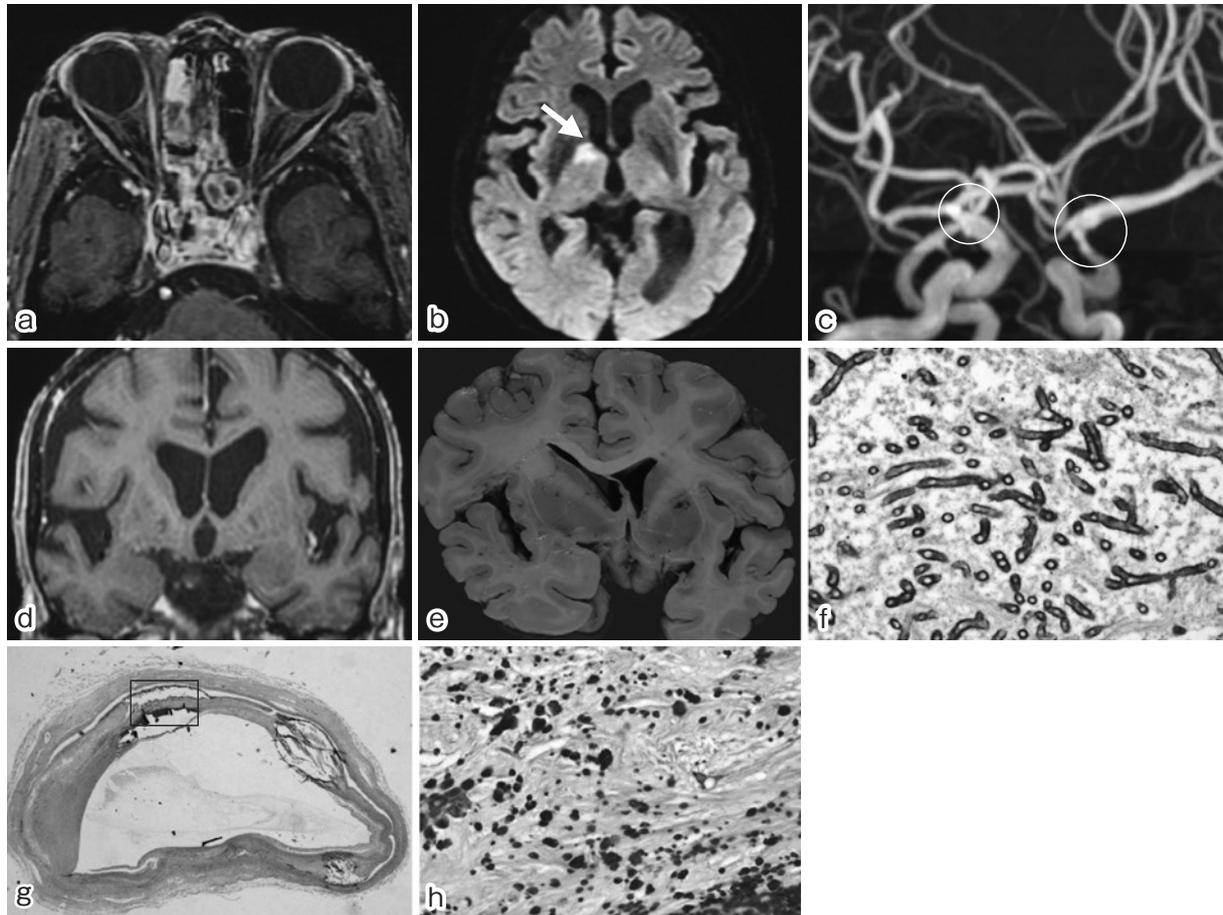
Brain MRI (GE Signa 3.0 Tesla) and pathological findings in patient 1.
